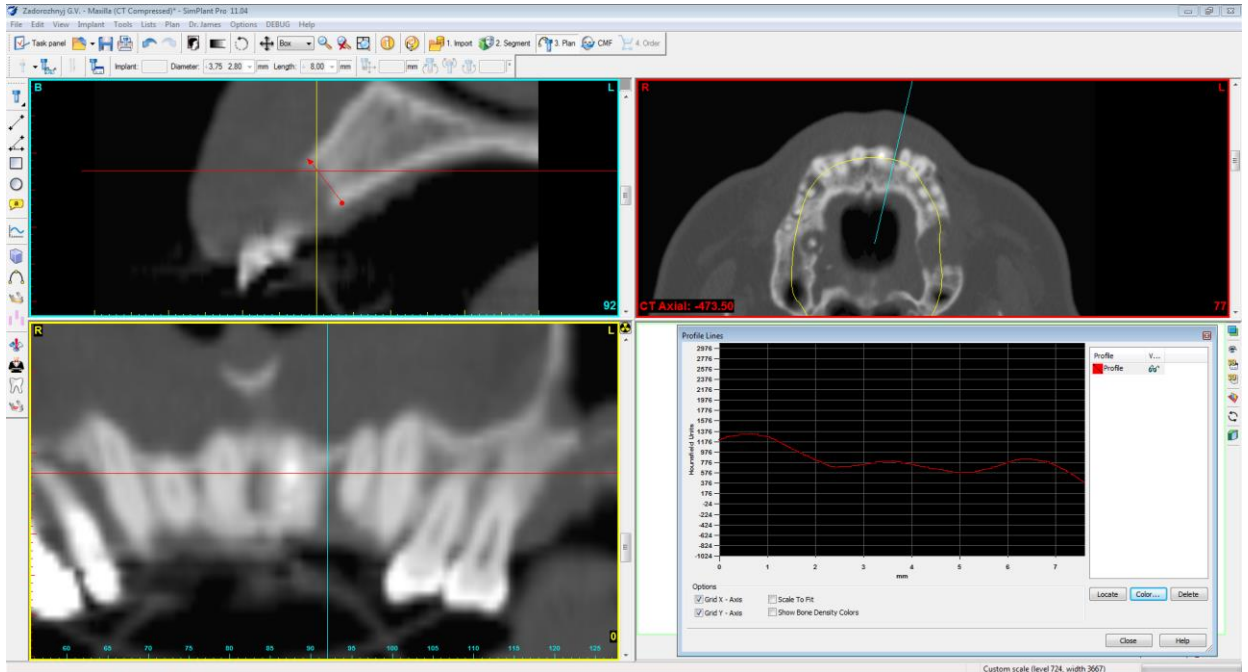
Інтерфейс комп'ютерної програми «SimPlant Pro», етапи обстеження пацієнта З., 1969 р.н. Отримання тривимірної репродукції верхньої щелепи, двовимірних проекції згідно томографічного обстеження.*
